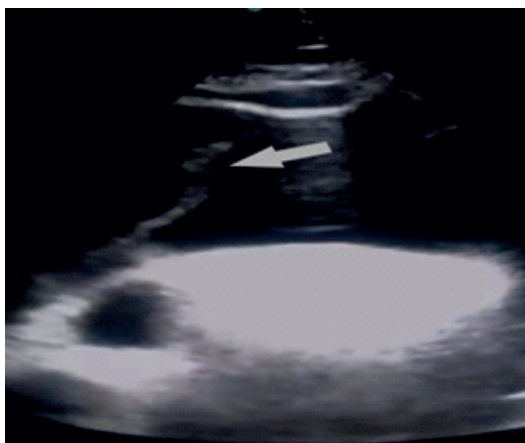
Transthoracic echocardiogram, 2D image, suprasternal view showing dilatation of the ascending aorta and arch, membrane dissection in the ascending aorta.
